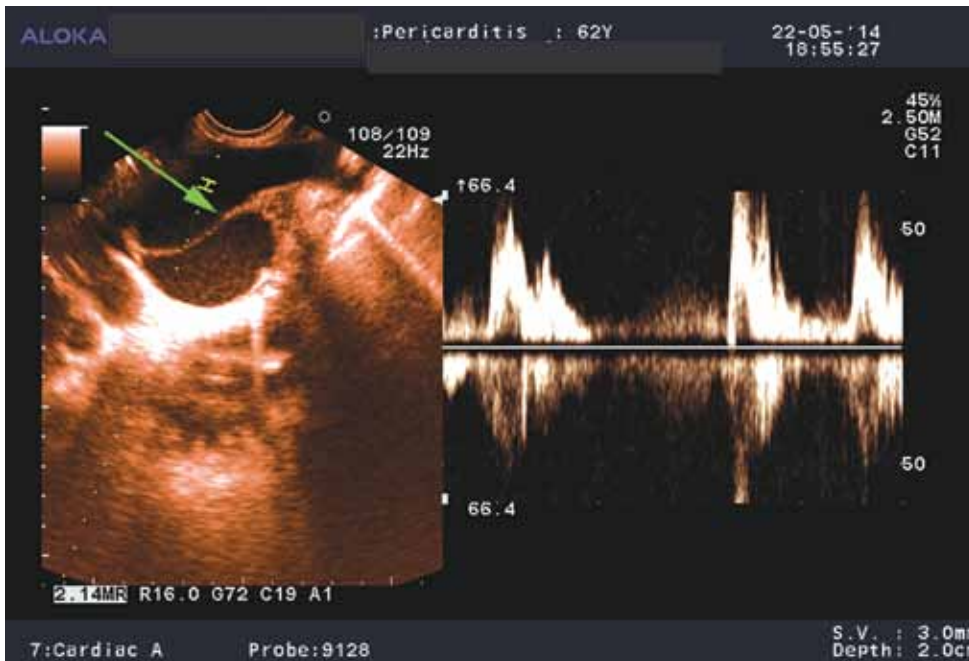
Imagen ecocardiográfica supraesternal que muestra dilatación del cayado aórtico con doble luz (izquierda: flechas verdes) y con flujo (Doppler a la derecha).
